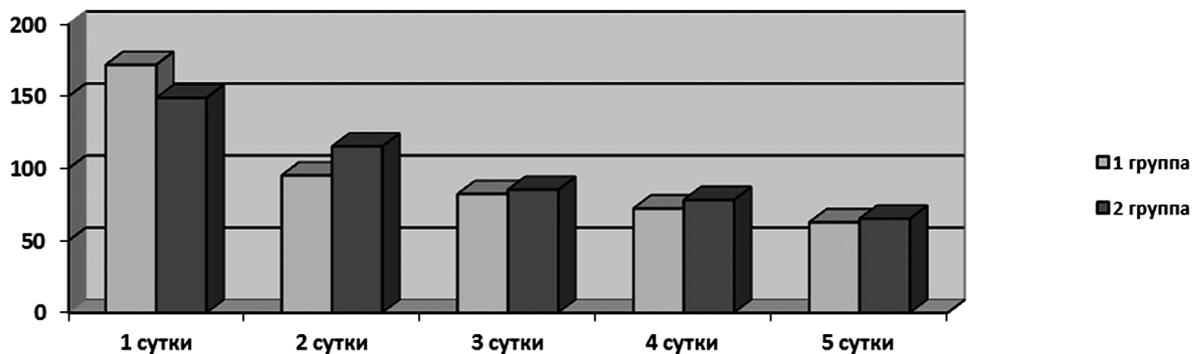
Инфузионная терапия в мл на кг/массы в первые 5 суток после травмы
